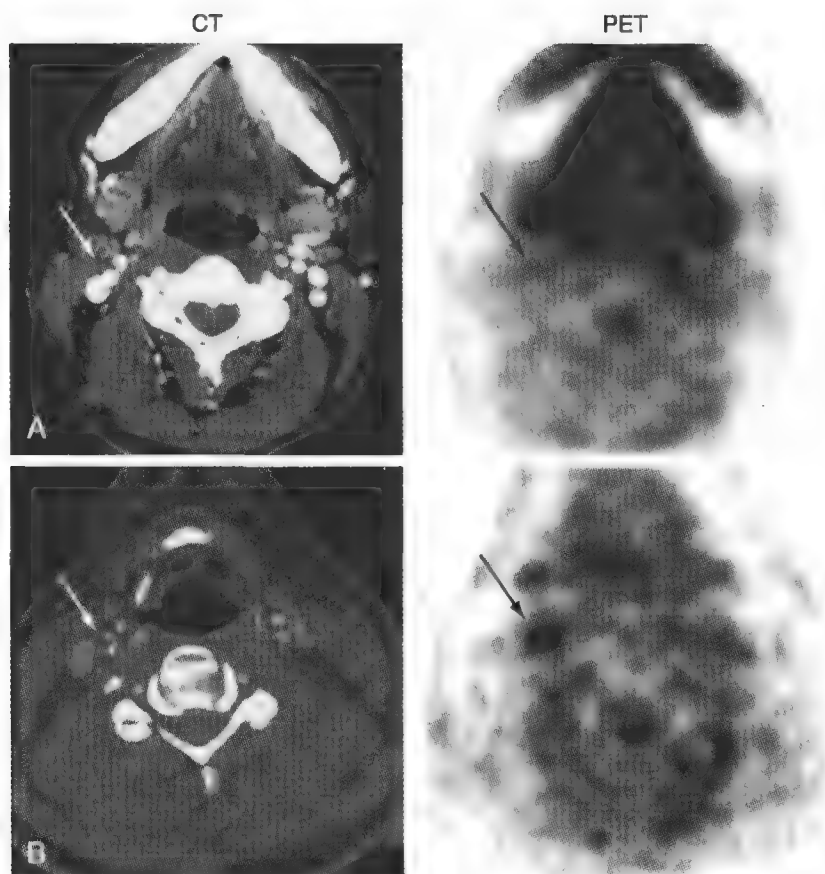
两例接受颈动脉剥脱术患者的计算机断层扫描（CT）（左）和正电子发射断层扫描（PET）（右）的轴面观影像，箭头所指为颈动脉斑块。A（上排）在颈动脉有较高的氟脱氧葡萄糖（FDG）摄取，离体斑块显示较高的巨噬细胞含量，而B（下排）在颈动脉有较低的FDG摄取，离体斑块显示有限的巨噬细胞含量。（From Ref. 83, with permission.）
